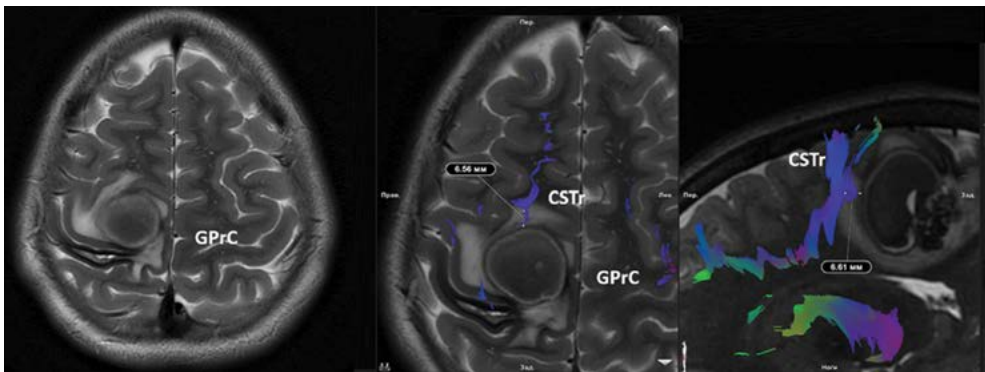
А – расположение образования относительно деформированной прецентральной извилины; В – расположение новообразования относительно кортикоспинальных трактов по результатам МРТ-трактографии (аксиальная проекция); С – расстояние от процесса до кортикоспинальных трактов (сагиттальная проекция)
